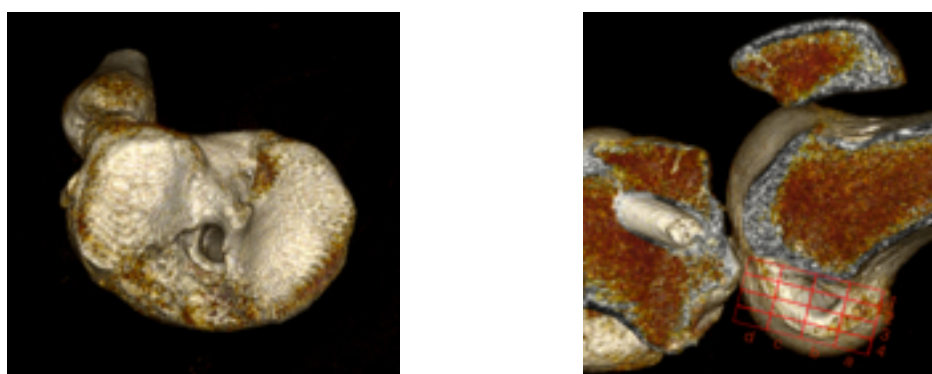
Reconstrucción con TC de los túneles del Caso 7
